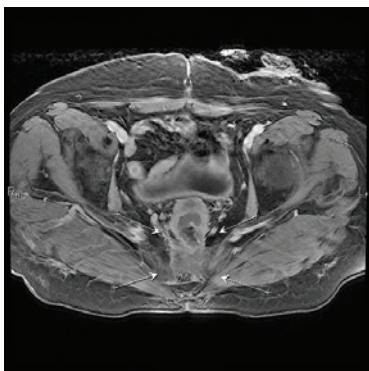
МРТ-картина опухоли малого таза, поперечный срез
